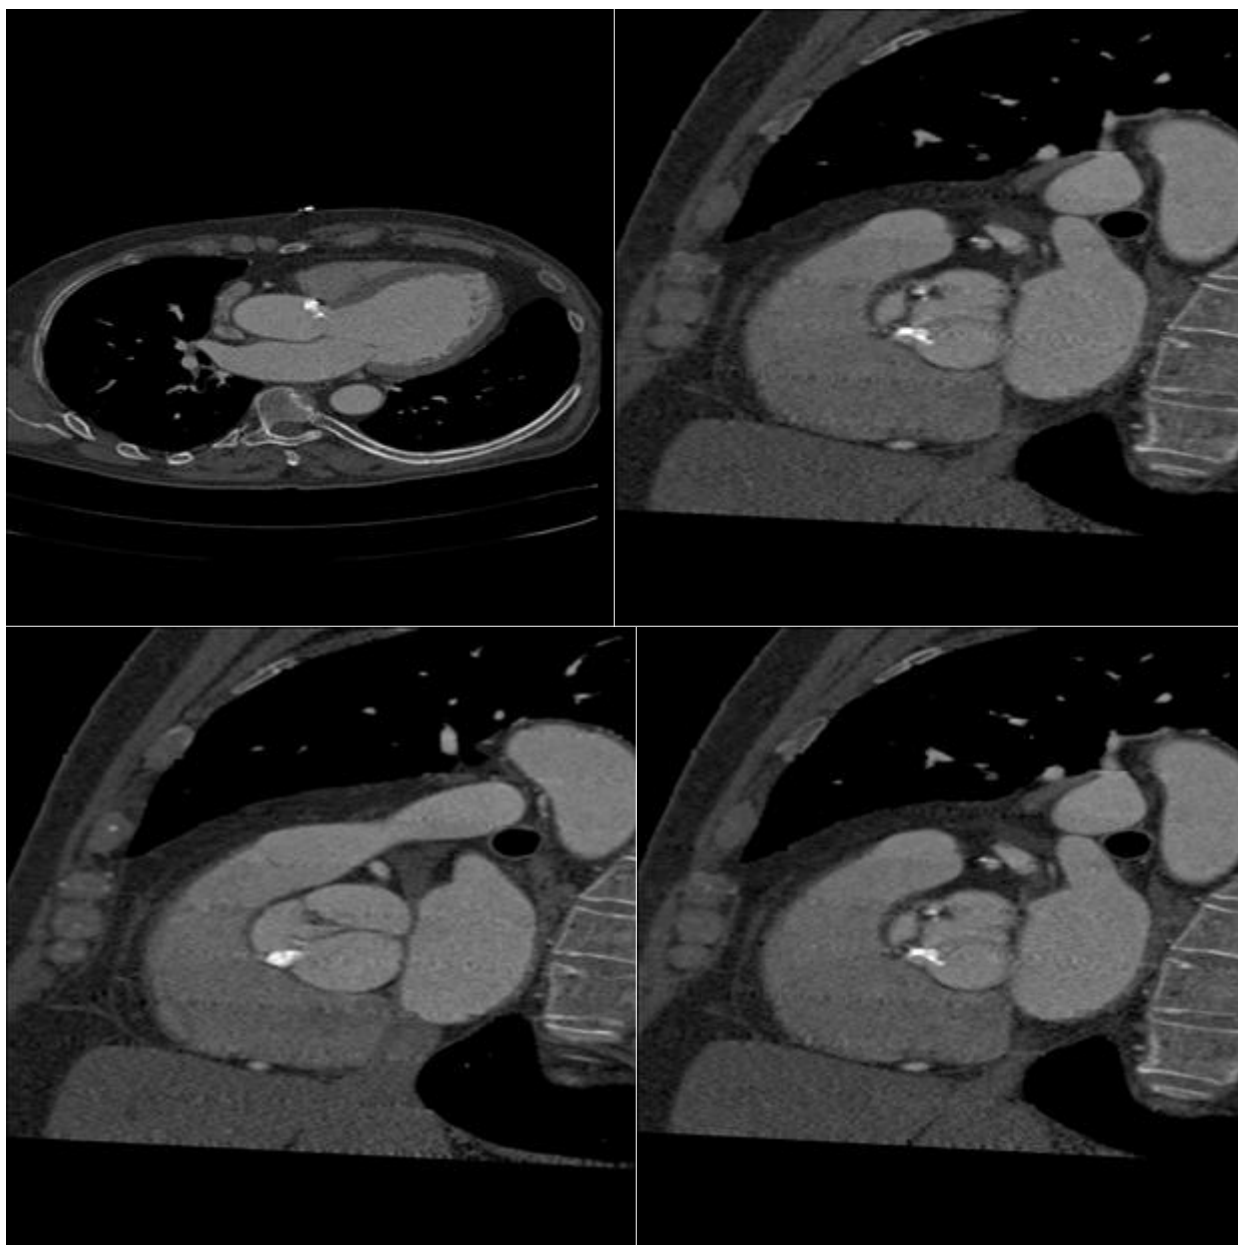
Компьютерная томография пациента X с кальцификацией аортального клапана.
